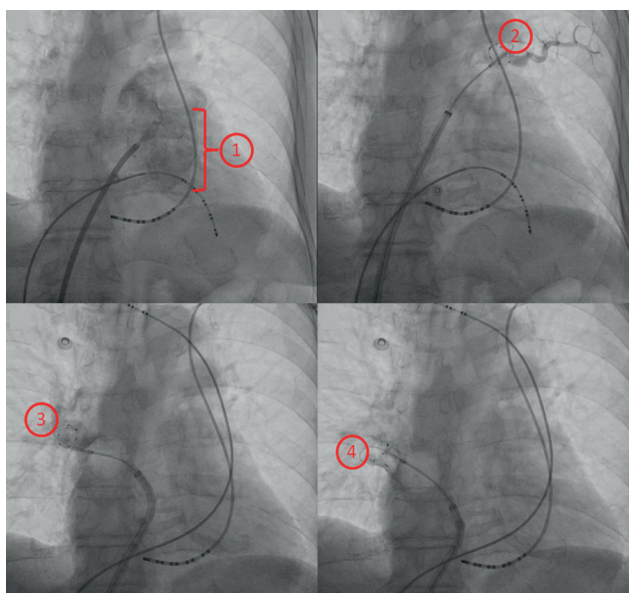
Рентгенологическая картина левого предсердия и легочных вен. Передне-задняя проекция. Примечание: 1 - контрастирование левого предсердия, 2 - окклюзия и ангиография левой верхней легочной вены, 3 - окклюзия и ангиография правой верхней легочной вены, 4 - окклюзия и ангиография правой нижней легочной вены.
